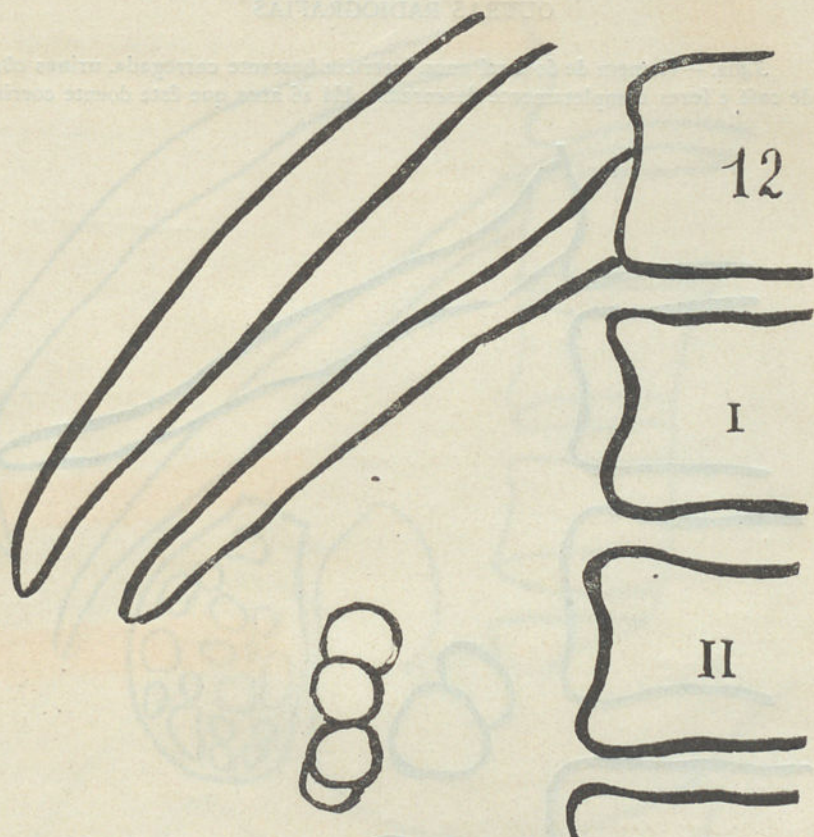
Radiografia n.º 2785, por diante
